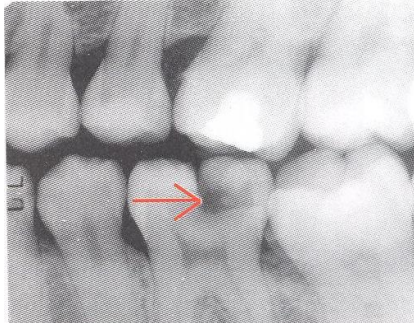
Radiografía bitewing que muestra una lesión cariosa oclusal amplia y profunda, a nivel de dentina, con un esmalte casi intacto.²³
